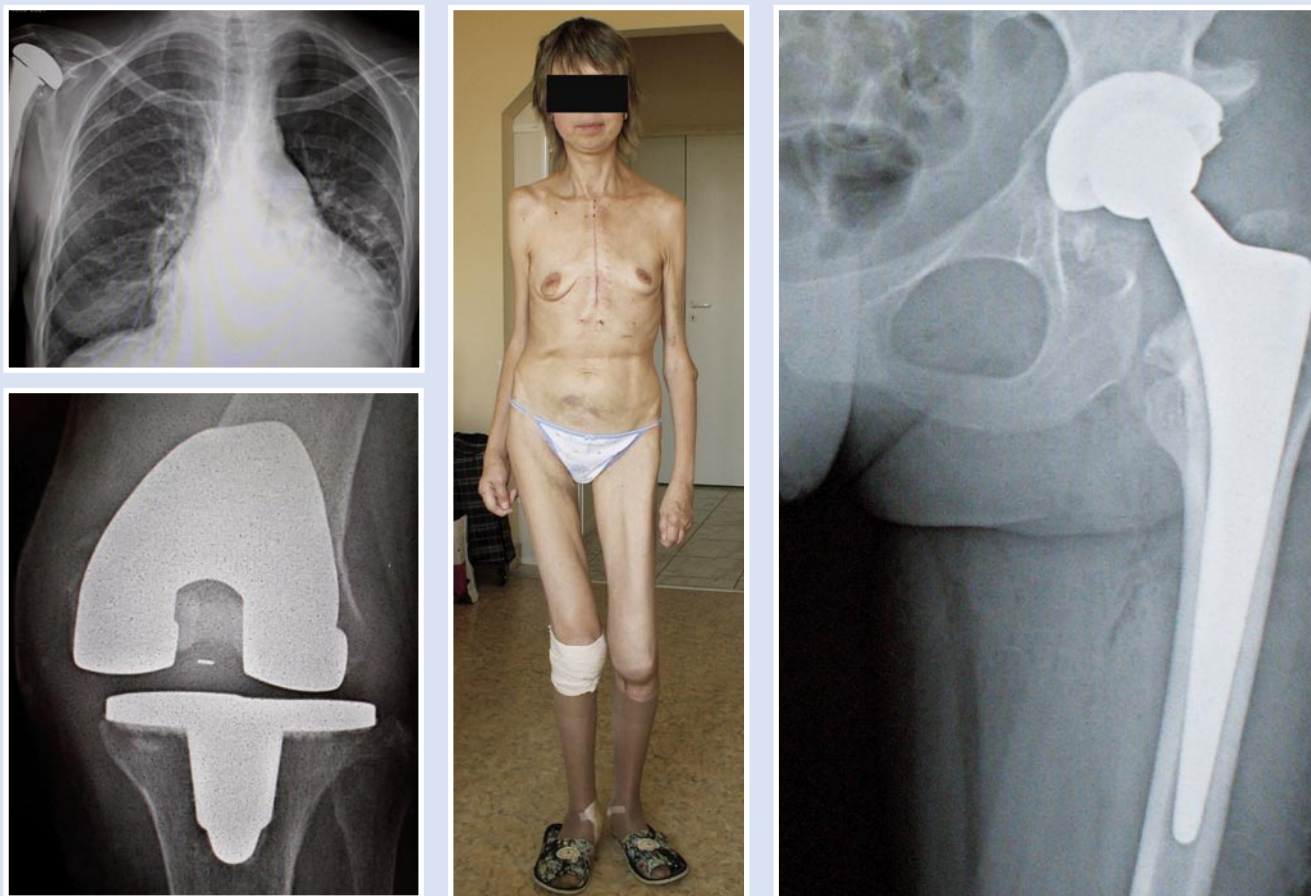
Общий вид пациентки с рентгенограммами протезированных суставов
